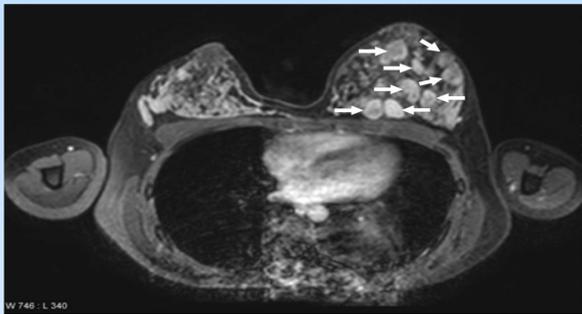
PAM (flèches) en IRM mammaire sur une coupe axiale en T1 avec injection de Gadolinium
